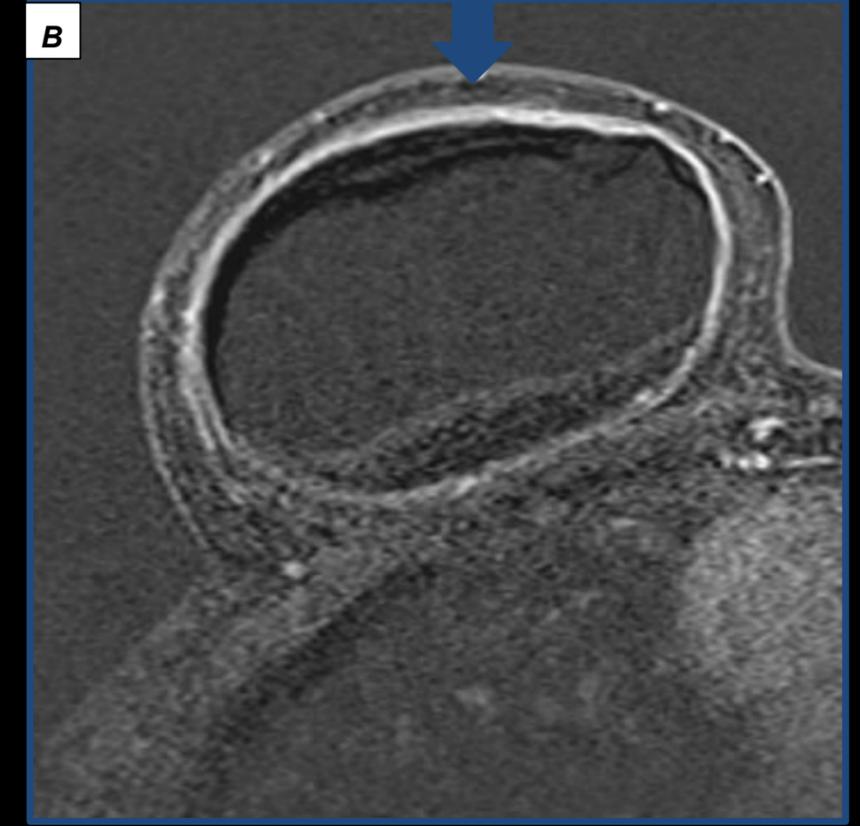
RM A y B) T1 Fat sat con contraste endovenoso donde se observan signos de engrosamiento capsular con realce (capsulitis) (flechas azules) asociado a contractura.
